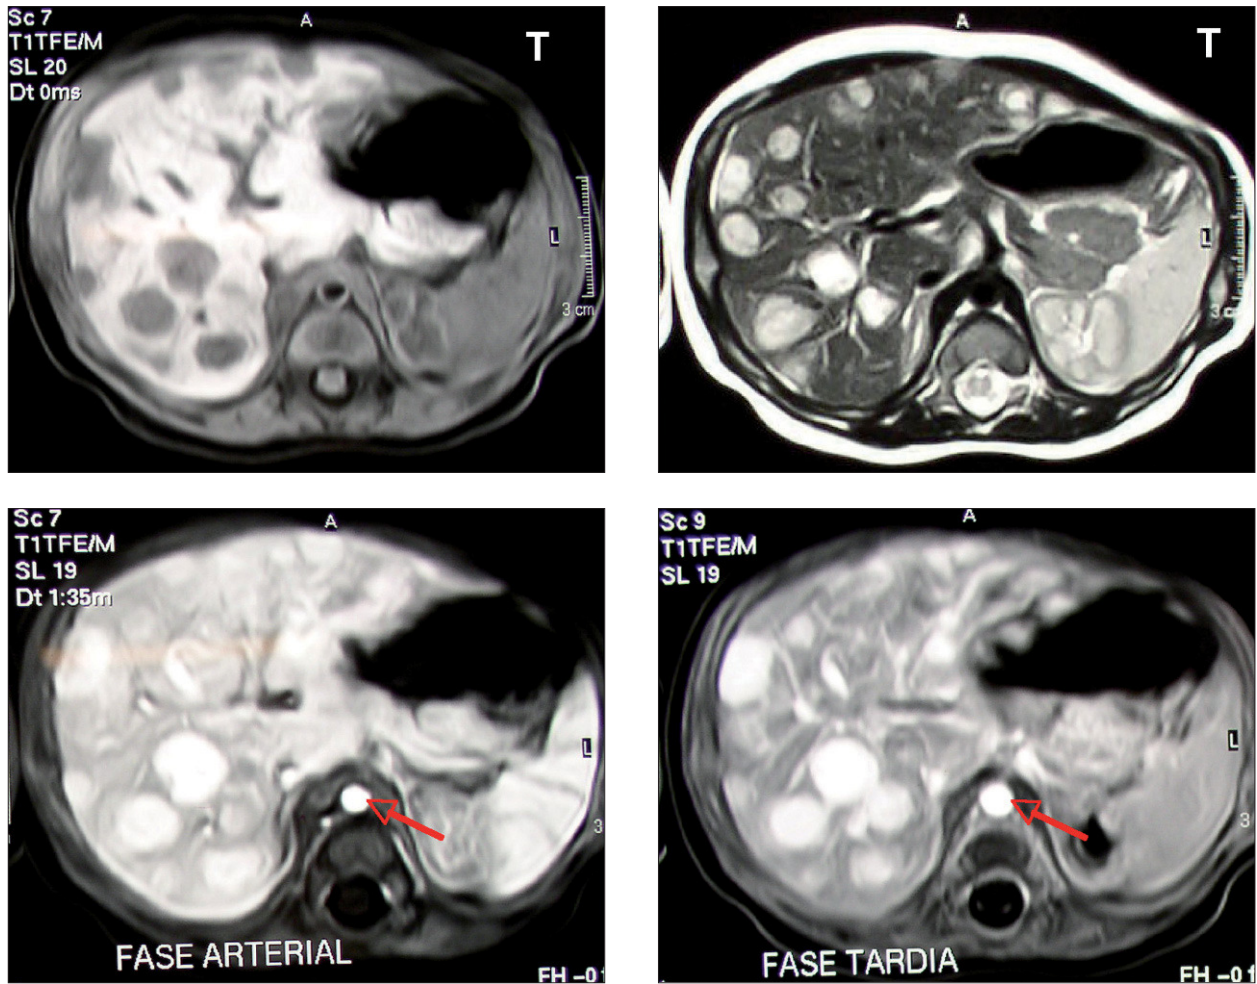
Resonancia magnética abdominal: nódulos dispersos por ambos lóbulos hepáticos hipocogénicos en T1 e hipercogénicos en T2. Después de la inyección de contraste (gadolinio) los nódulos presentan un aspecto semejante al de la arteria aorta (flecha).
